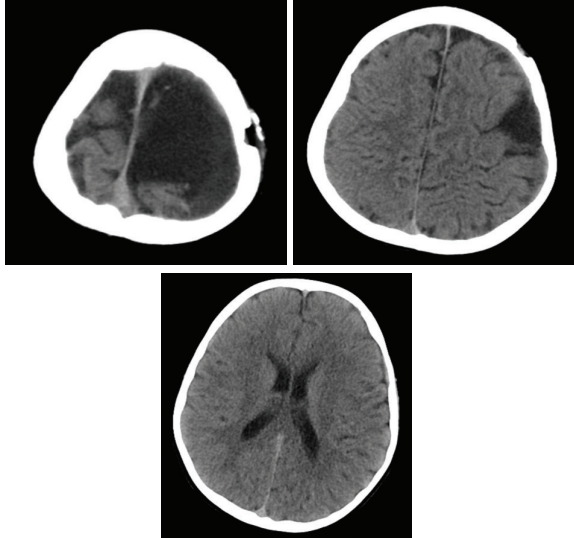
Olgu 1 Travma sonrası 15. gün Kranial BT de Şekil 1a'da görülen AK ve temporoparietal alana açılan sıvı içeriği hiper- izodens forma dönüştü.
